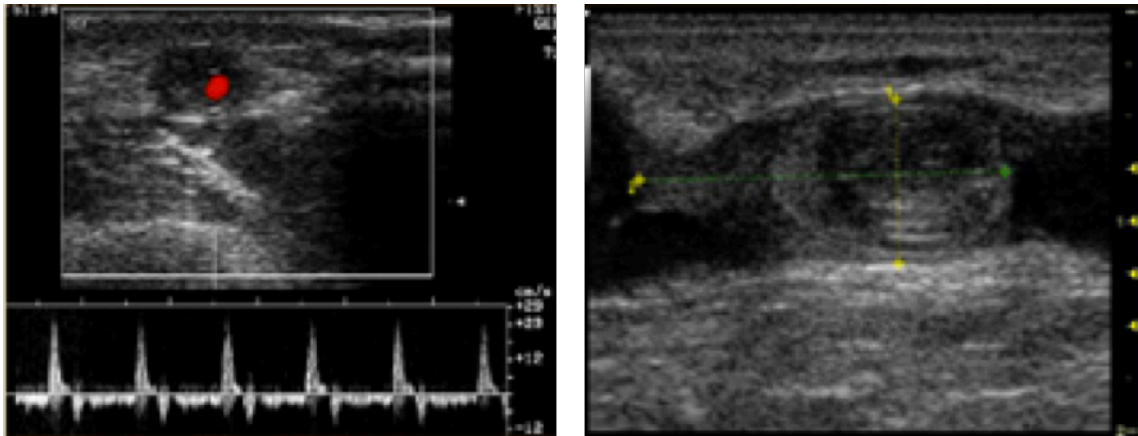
Échodoppler couleur et pulsé d'une FAV radiocéphalique montre une thrombose subtotale d'une veine de drainage [50, 51]
